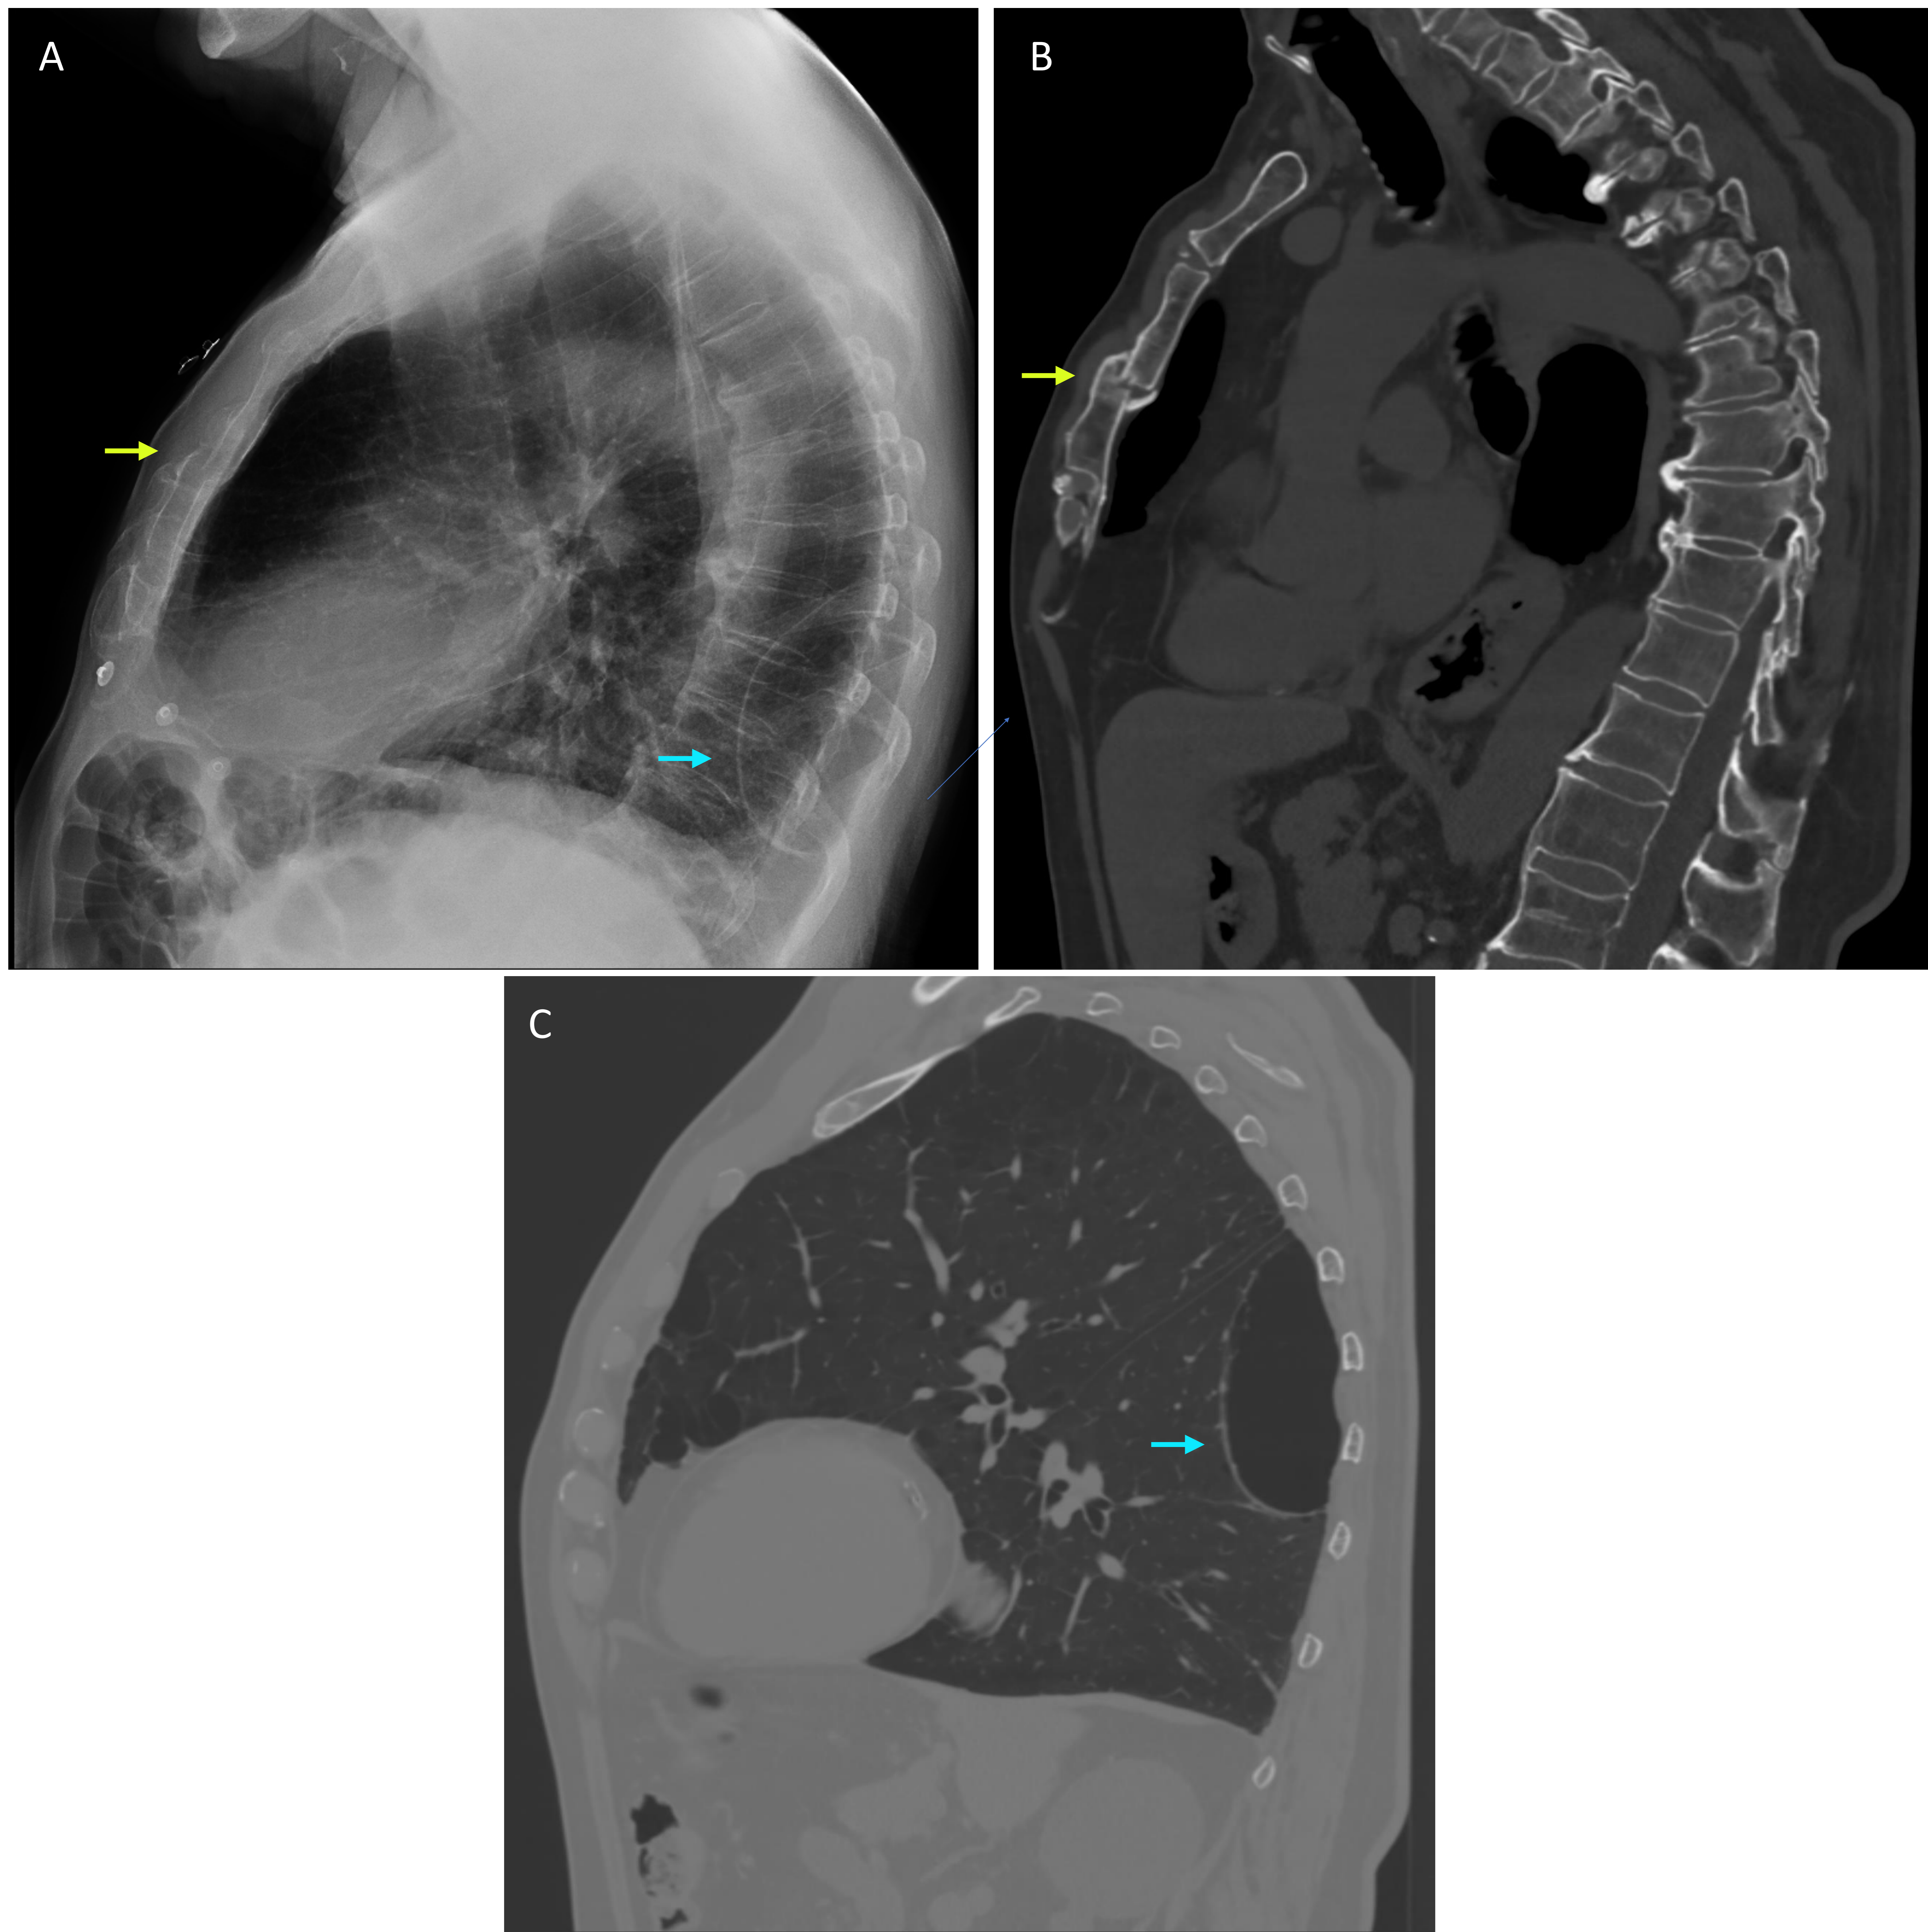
Paciente de 75 años con dolor torácico, quien presenta fractura del cuerpo del esternón A, confirmando imagen con TC (flechas amarillas), B. También se visualiza la presencia de una bulla en el LID, con confirmación por TC (flechas azules), C.
